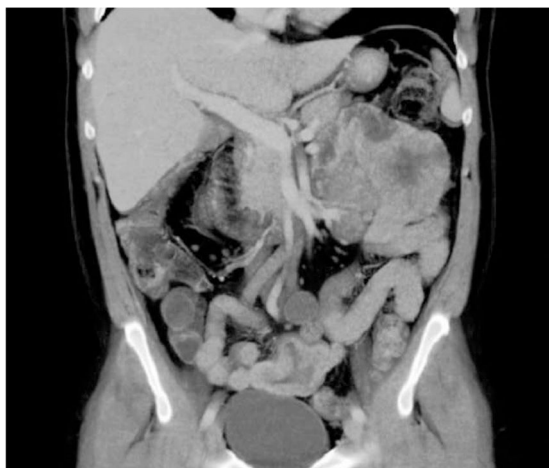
Corte coronal de la TC abdominal donde se aprecia masa mamelonada en el hipocondrio izquierdo.
